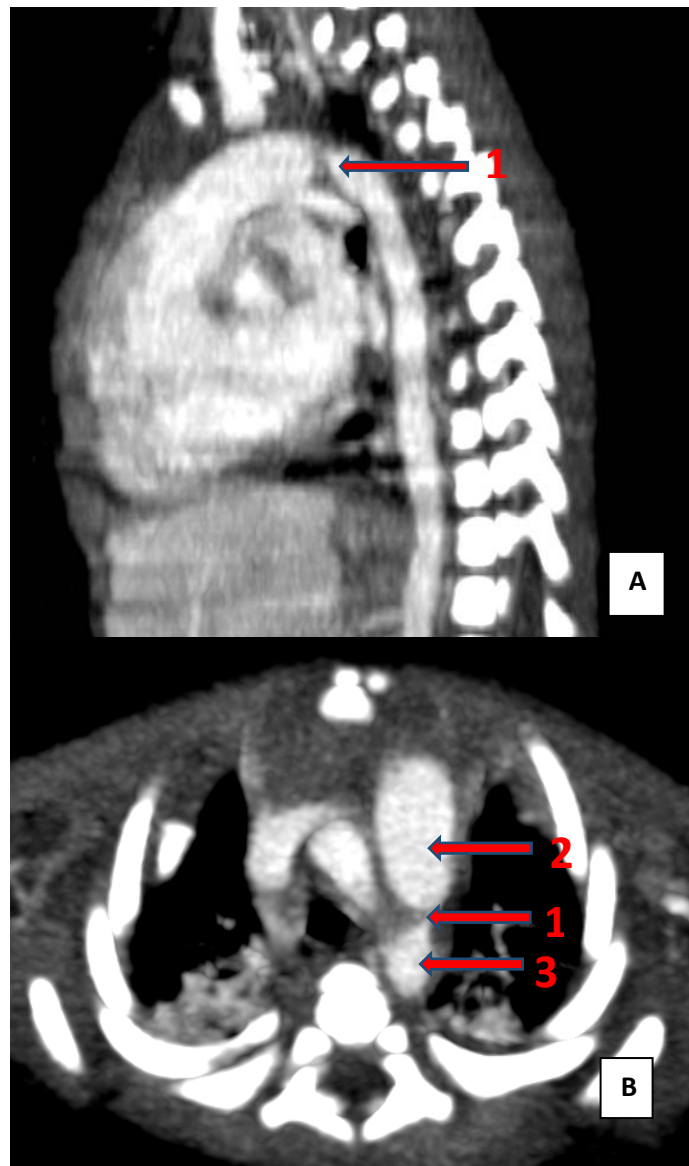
TDM thoracique, coupe sagittale (image A) et coupe axiale (image B), après injection de produit de contraste, en reconstruction MIP : Coarctation de l'Aorte Chez un nouveau-née à
